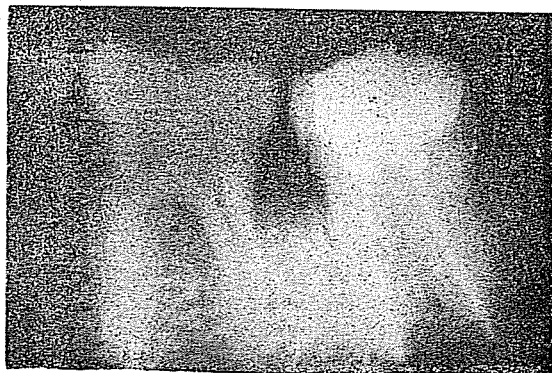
Segundo molar inferior reimplantado. Radiografía diez años después del reimplante.
